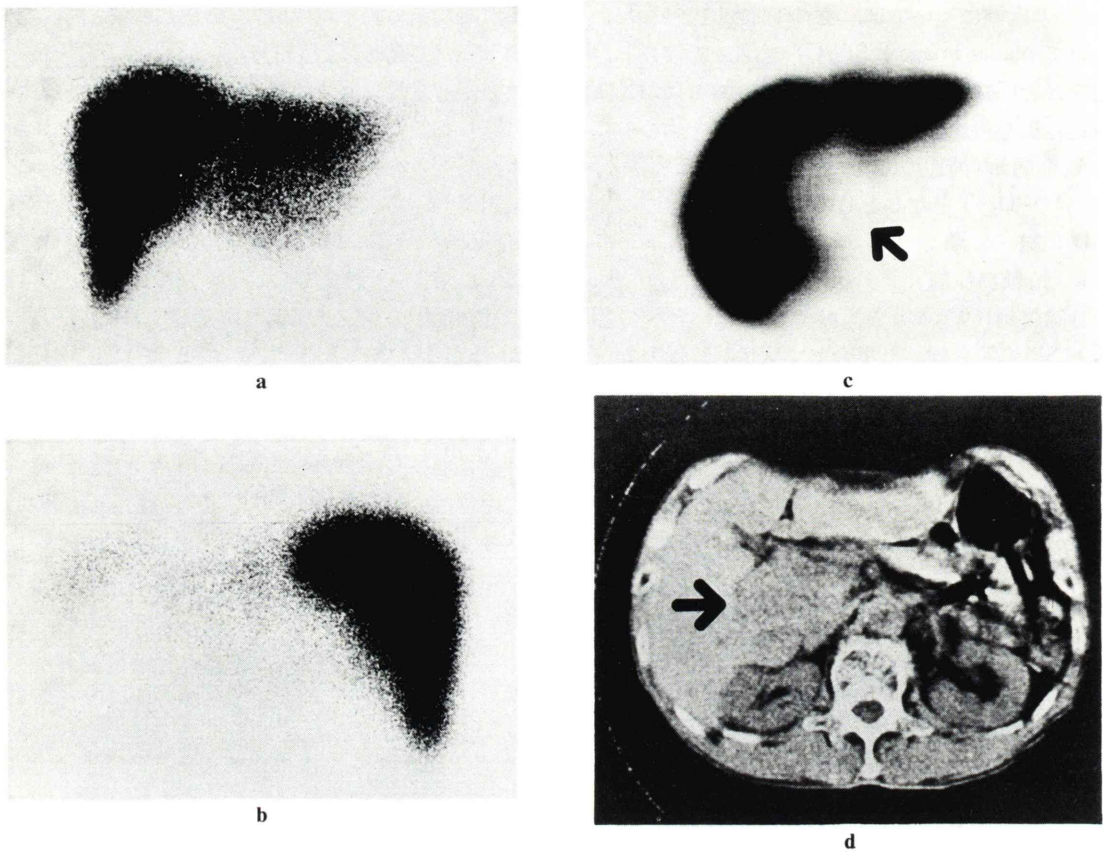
62 year-old male with hepatocellular carcinoma ( $6 \times 6$  cm). Planar images (a, b) showed a low activity area in the hepatic hilum, but it was not interpreted as a mass because of coexisting cirrhotic pattern. SPECT image (c) proved it to be a definite mass. Hepatic arteriogram (d).
